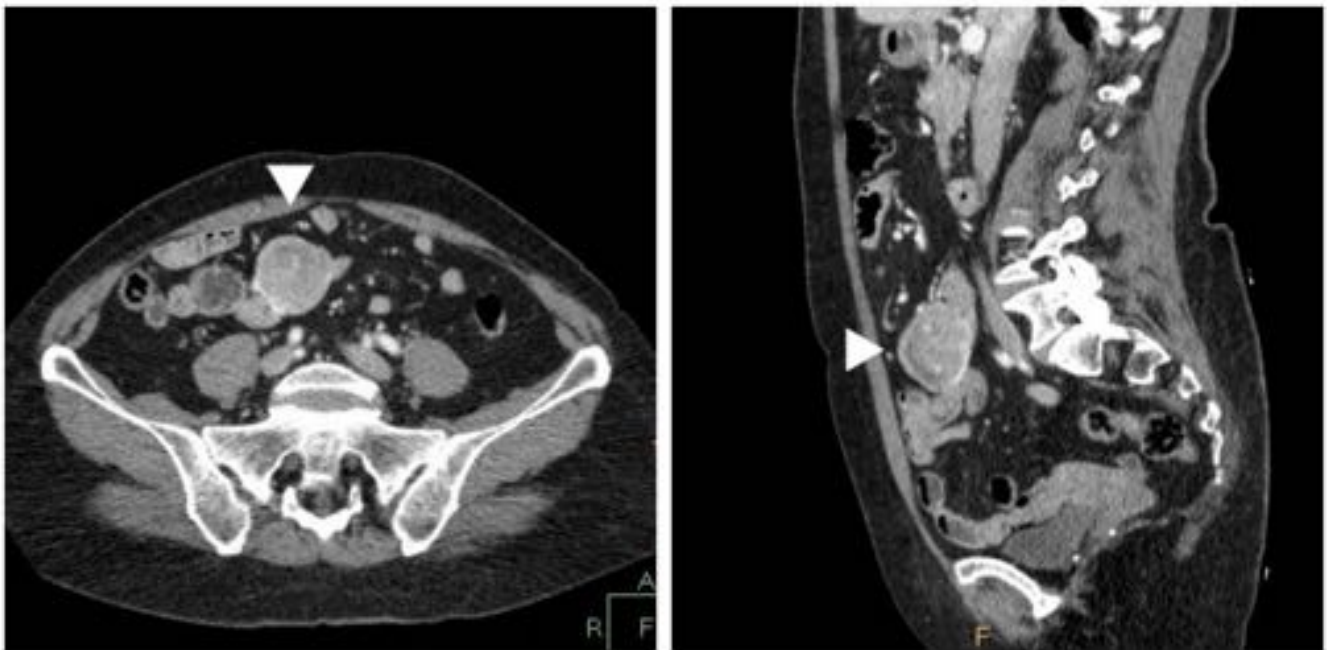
Mujer de 70 años. TC: masa vascularizada con realce heterogéneo, localizada en íleon en contacto con varias asas intestinales. Posteriormente se demostró GIST de bajo grado de intestino delgado.
